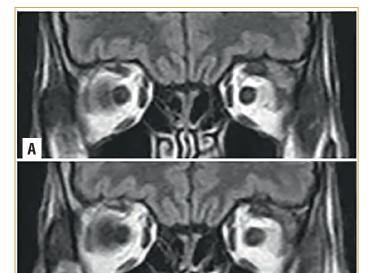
МРТ-картина псевдоопухоли левой орбиты: A-MPT от 23.12.2019, B-MPT от 06.02.2020, perpecc Fig. 3. Pseudotumor of the left orbit (MRI): A-23.12.2019, B-06.02.2020 (regression)
